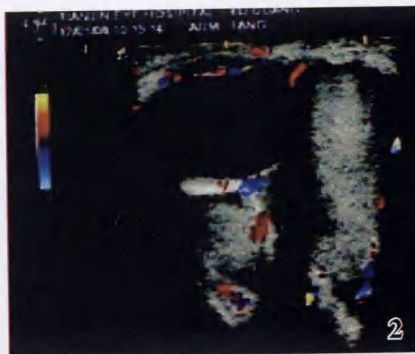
静脉性血管瘤 B 型超声呈形状不规则的无回声区,CDI 显示病变内部可见点状静脉血流信号
